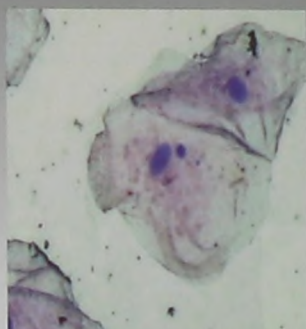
Фото эпителиоцитов с протрузиями и микроядрами при пломбировании компомером Dugact. Ув. 500.
